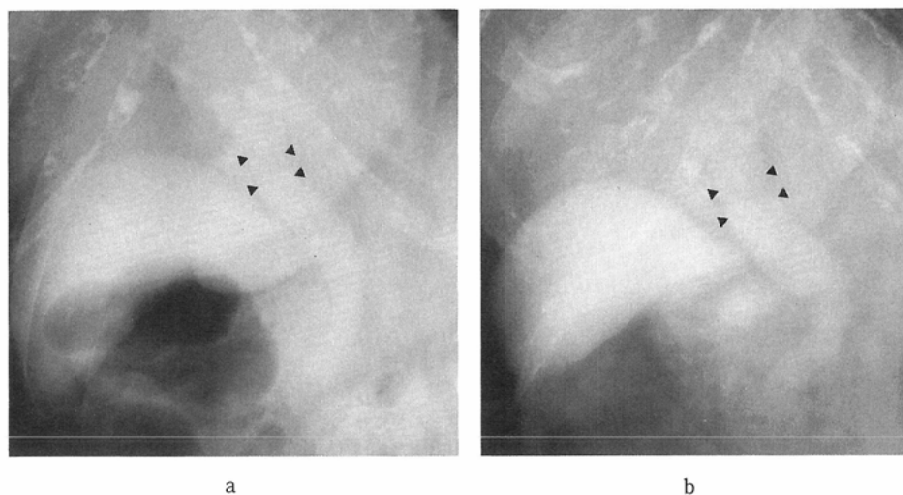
X-ray cholangiograms of a patient with increased diameter of the common hepatic duct (IDCHD) after caerulein injection; pre-injection view (a) and post-injection view (b). The diameter of the CHD changes from 9mm to 12mm after caerulein injection.
